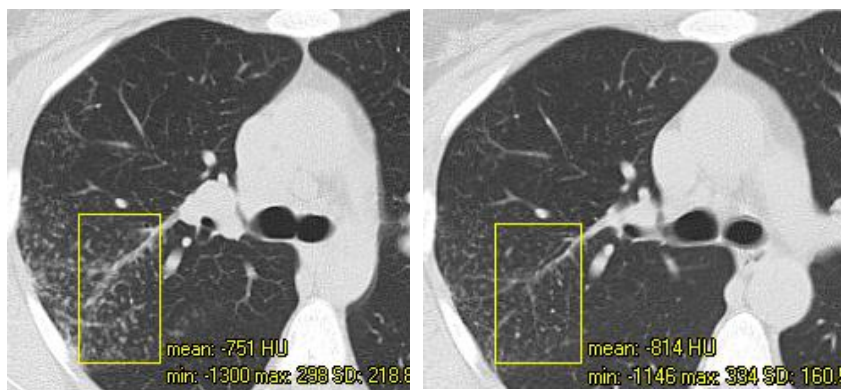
КТ хворої К., саркоїдоз II стадії: ліворуч – до лікування, праворуч – після тримісячної ГКС-терапії; зменшення прикореневої лімфаденопатії і вузликової дисемінації в легенях; щільність паренхіми у виділеній ділянці до лікування – (–751) HU, після лікування – (–814) HU
